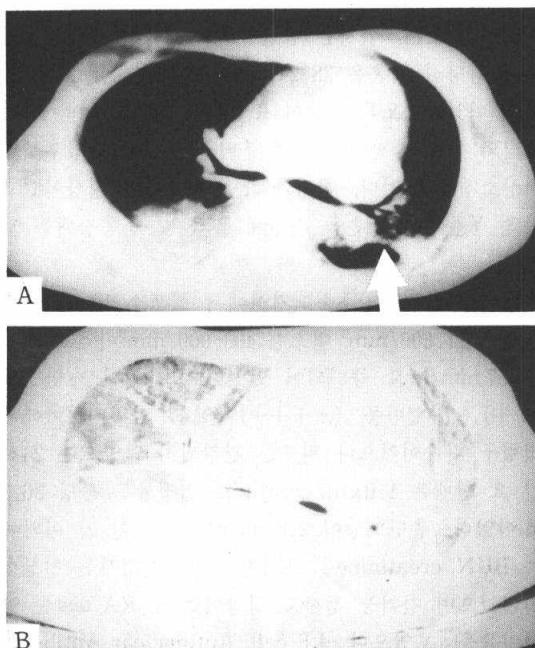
High resolution chest CT showed peripheral wedge-shaped lesion with feeding vessel (arrow) and multiple small nodules in both lungs.
